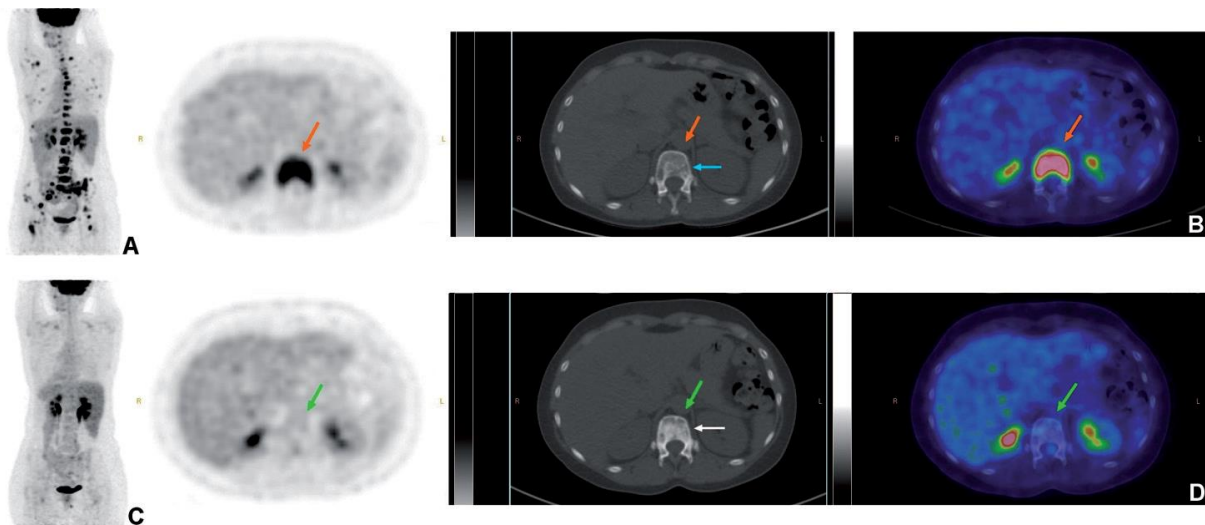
Une patiente atteinte d'un cancer du sein diagnostiqué en 2003 récidive au niveau du compartiment osseux en 2007. Elle progresse sous traitement systémique et une nouvelle chimiothérapie (capécitabine ou Xeloda®) est débutée en 2010. Une TEP/TDM au FDG est réalisé avant l'introduction de ce nouveau traitement dans le but de suivre l'efficacité thérapeutique
